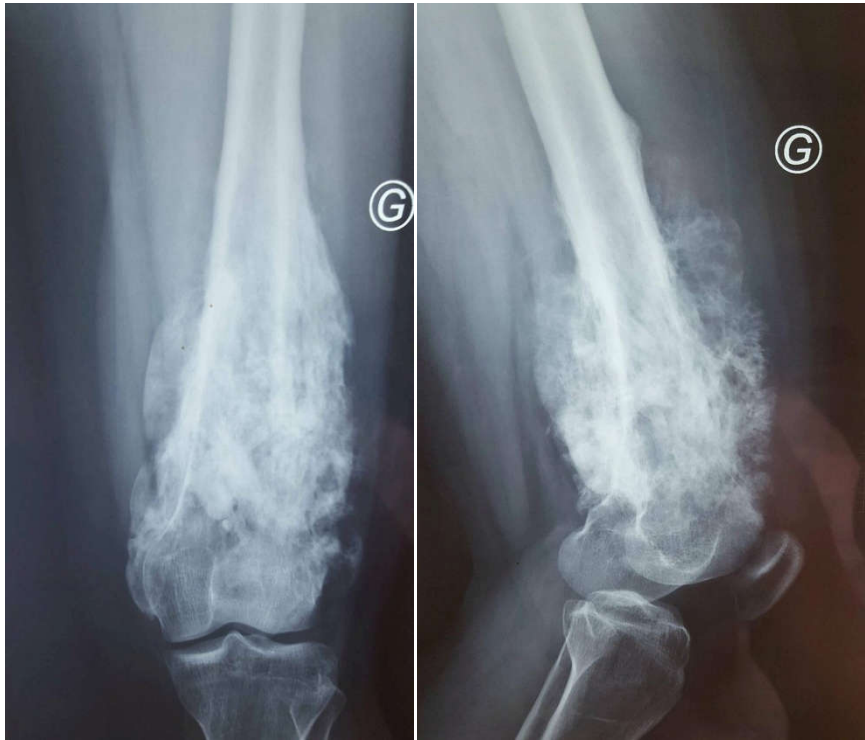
Radiographie standard du genou droit face–profils montrant un ostéosarcome de l’extrémité inférieure du fémur
